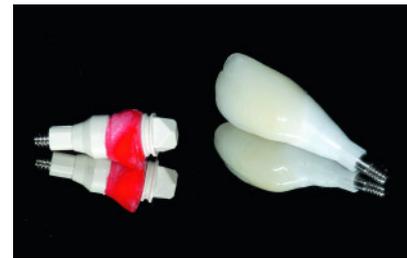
Einteilig verschraubte ZrO_2 -Implantatkrone im Vergleich zum individualisierten Scankörper (a); klinische (b) und röntgenologische (c) Abschlussituation mit finaler Restauration regio 22.
